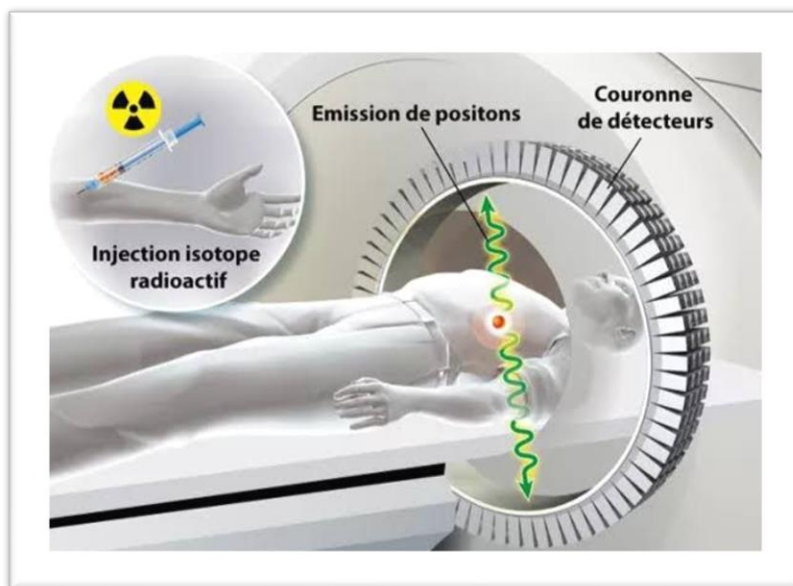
4: Principe du PET
